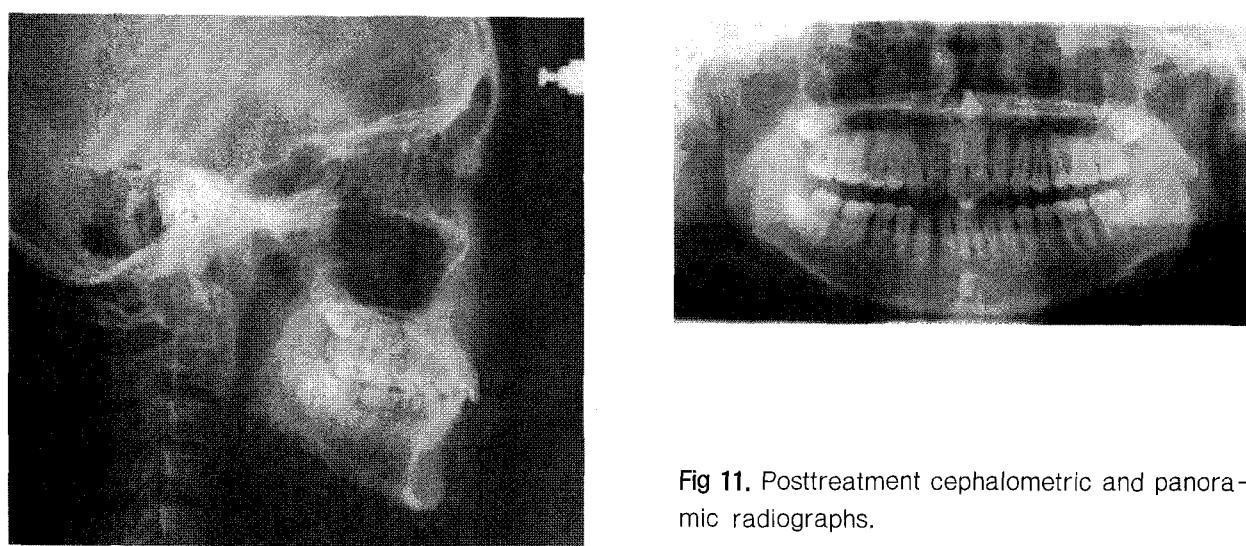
Posttreatment cephalometric and panoramic radiographs.
